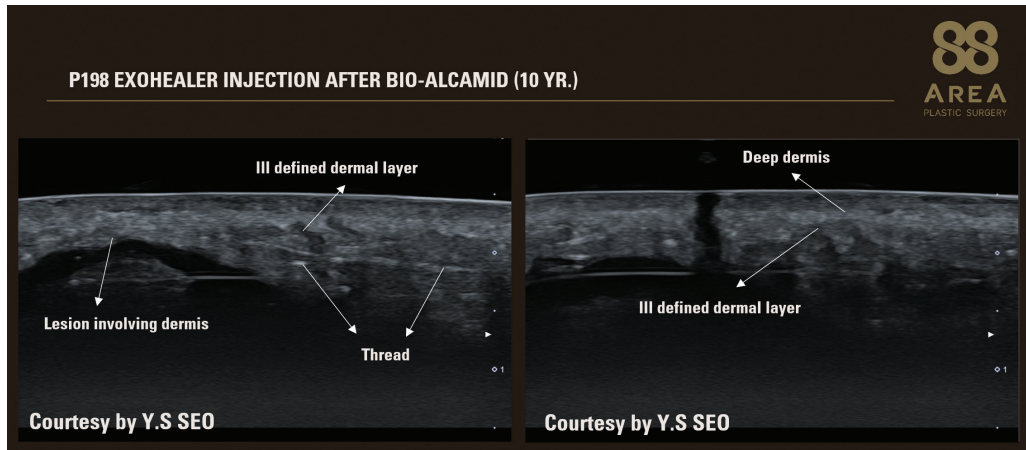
Bio-Alcamid 필러 시술 후 P198 exohealer™ 주입 환자의 극초정밀초음파영상
